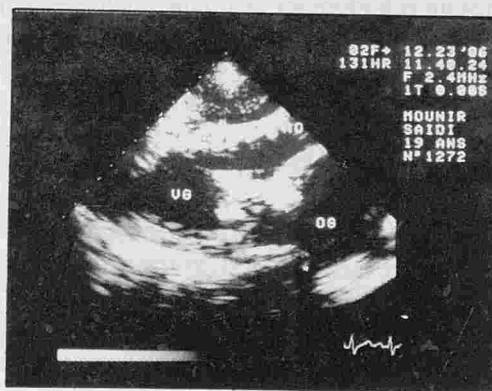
Coupe longitudinale parasternale masse échogène anormale au niveau du bord interne de la prothèse de Starr mitrale évoquant une végétation.
